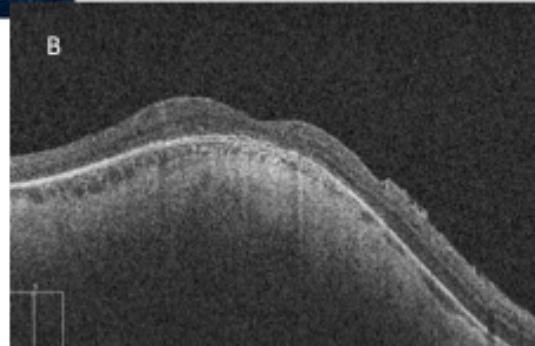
Corte de tomografía óptica de coherencia en paciente con convexidad macular, con y sin maculopatía miópica traccional.
